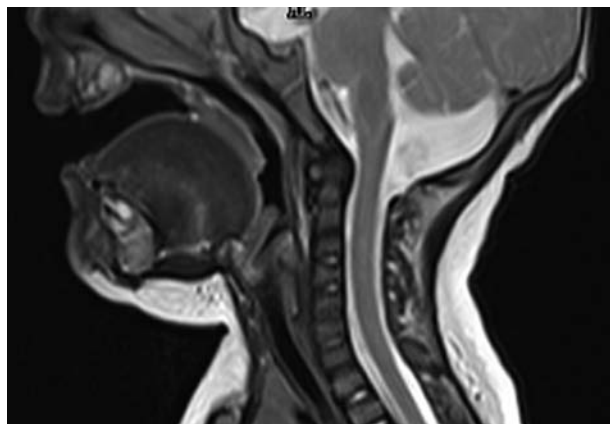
МРТ спинного мозга: отсутствие стеноза спинномозгового канала и краниовертебральных аномалий
